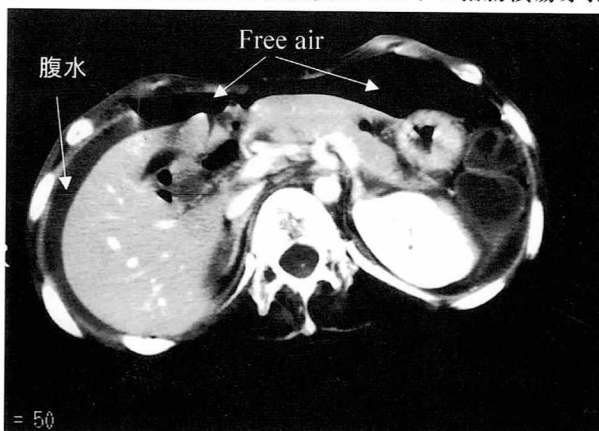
腹部CT造影写真。腹水の貯留とfree airが認められる。
